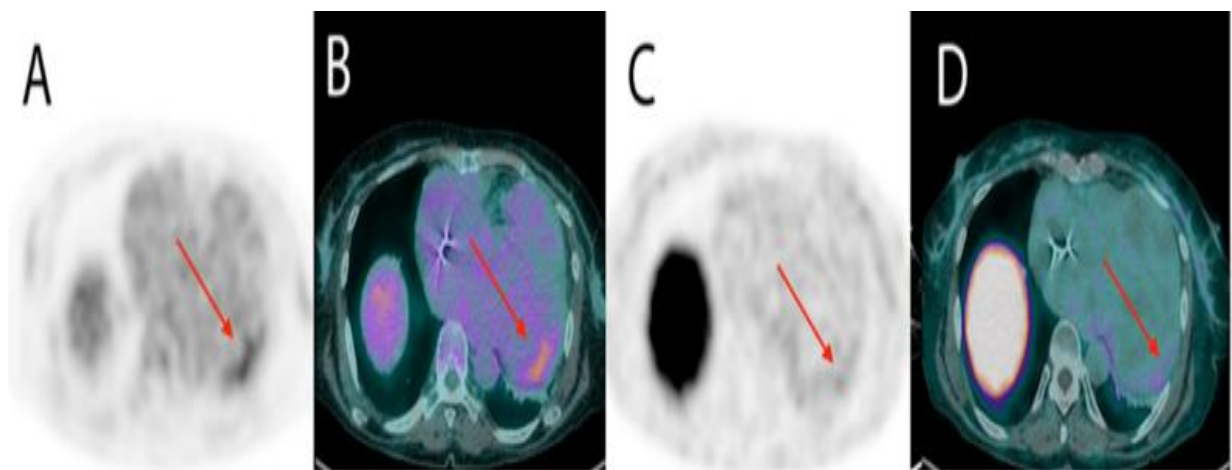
Volume cardíaco aumentado em paciente com CCC. Um leve aumento na captação de  $^{18}\text{F}$ -fluorodeoxyglucose ( $^{18}\text{F}$ -FDG)(A,B) e do novo radiotraçador que se ligam aos receptores de somatostatina através do ácido DOTA, uma molécula quelante, e ao gallium 68 ( $^{68}\text{Ga}$ -DOTATOC) (C,D) em imagens de pósitron emission tomography (PET)-CT está restrito ao segmento basal ântero-lateral (setas), indicando a presença de inflamação (MOLL-BERNARDES *et al.*, 2020).
